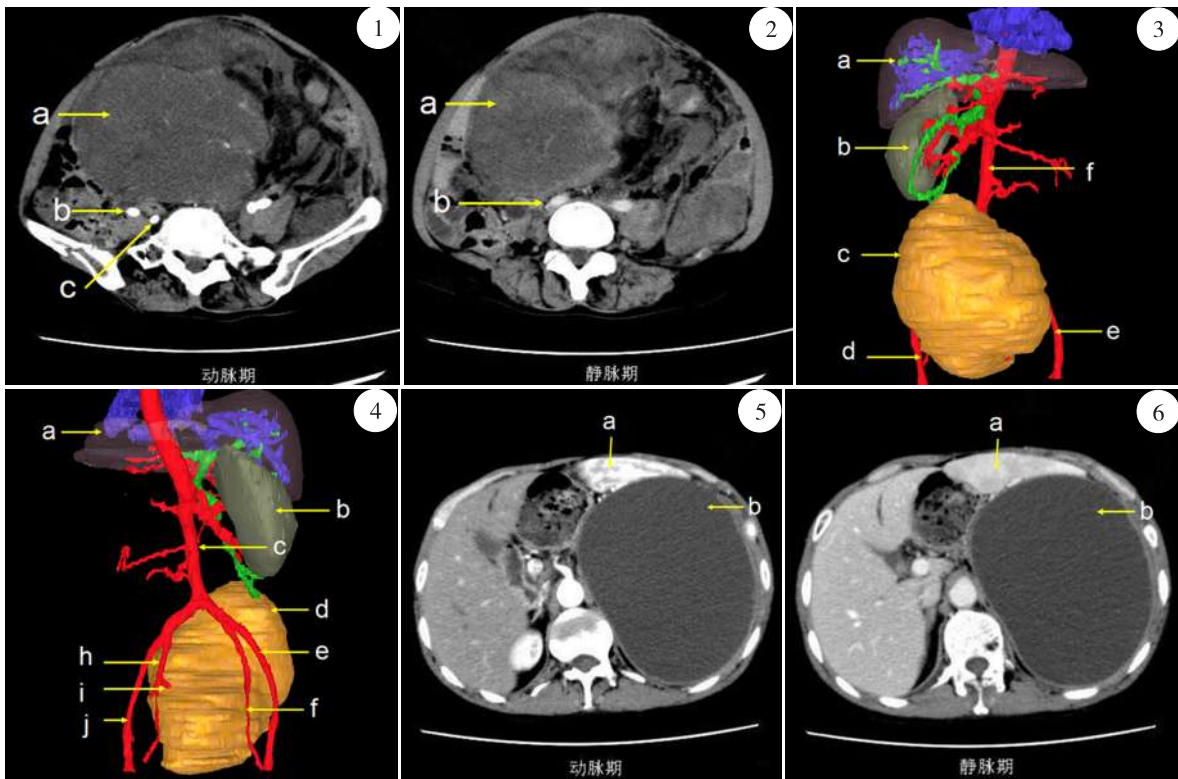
CT动脉期(a.肿瘤 b.右髂外动脉 c.右髂内动脉) 图2 CT静脉期(a.肿瘤 b.右髂总静脉) 图3 三维重建前面观(a.肝脏 b.右肾 c.肿瘤 d.右髂外动脉 e.左髂外动脉 f.腹主动脉) 图4 三维重建后面观(a.肝脏 b.右肾 c.腹主动脉 d.肿瘤 e.右髂外动脉 f.右髂内动脉 h.左髂内动脉 i.肿瘤营养动脉 j.左髂外动脉) 图5 CT动脉期(a.脾脏 b.肿瘤) 图6 CT静脉期(a.脾脏 b.肿瘤)
